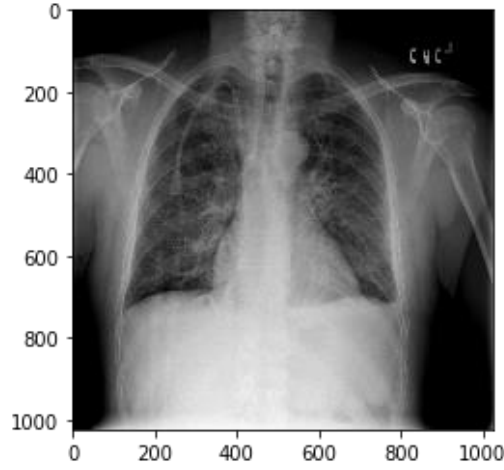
37 Konsolidasyon Tanısı İçin Röntgen Görüntüsü [65]
